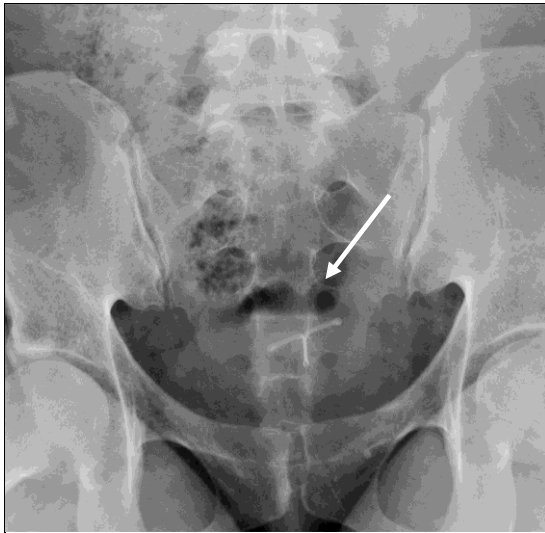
Radiografia bazinului: fractura osului sacru.
